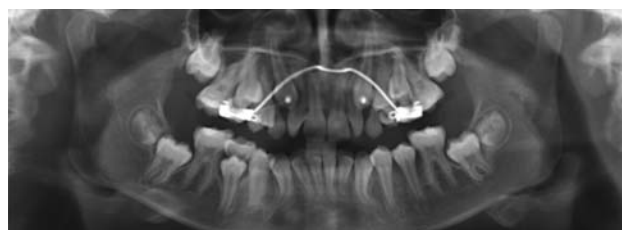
Відсутність рентгенологічних змін у фронтальній ділянці щелеп.
